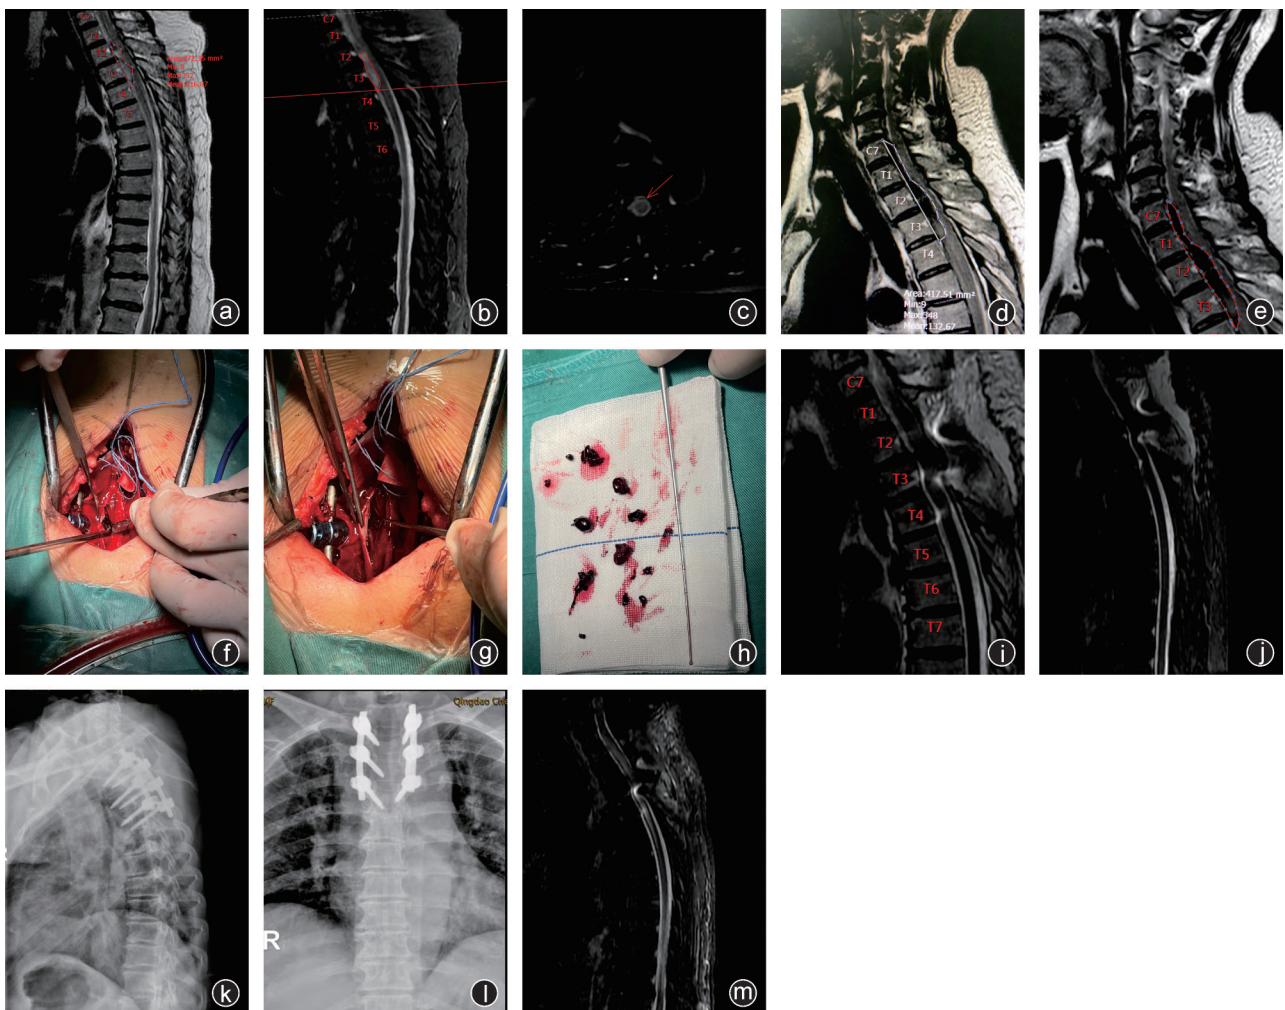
病例 1,女,58 岁,因“胸背部疼痛伴双下肢麻木、无力 13 h”于 2022 年 11 月 14 日入院 a:入院颈胸椎 MRI 平扫,T₂ 像示 T₂~T₄ 水平脊髓受压,且脊髓前方伴高信号不规则占位;b、c:MRI 压脂像示 T₂~T₄ 胸髓前方不规则长条形高信号改变,横断面示脊髓前方占位压迫;d:MRI 增强示脊髓前方占位性病变呈不均匀强化,以低信号为主;e:MRI 增强示脊髓前方占位,考虑血肿;f:术中纵行切开硬膜囊,发现左前方血凝块;g:术后清除血凝块;h:取出全部血凝块;i:术后 1 周复查 MRI,T₂ 像示胸髓压迫解除;j:术后 1 周 MRI 复查 T₂ 压脂像示脑脊液通畅;k、l:术后 1 周复查 X 线正侧位片见内固定位置良好;m:术后 1 个月复查 MRI T₂ 压脂像示胸髓无压迫,脑脊液通畅
